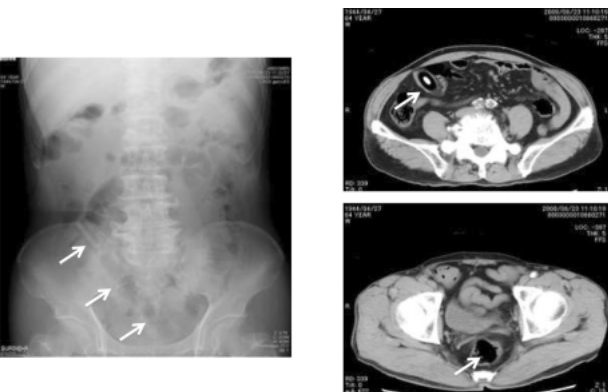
直腸内異物 64歳男性 単純腹部X-P+単純CT：肛門から直腸～S状結腸遠位部に棒状のもの（矢印）が挿入されレントゲン上右腸骨縁まで入っているのがわかる。患者は便秘のため釣り竿の柄を20cmほど挿入したと釈明した。木片はX-PではわかりにくいですがCTでは最も口側の部分には金属と思われる radiopaque な影を認める。
